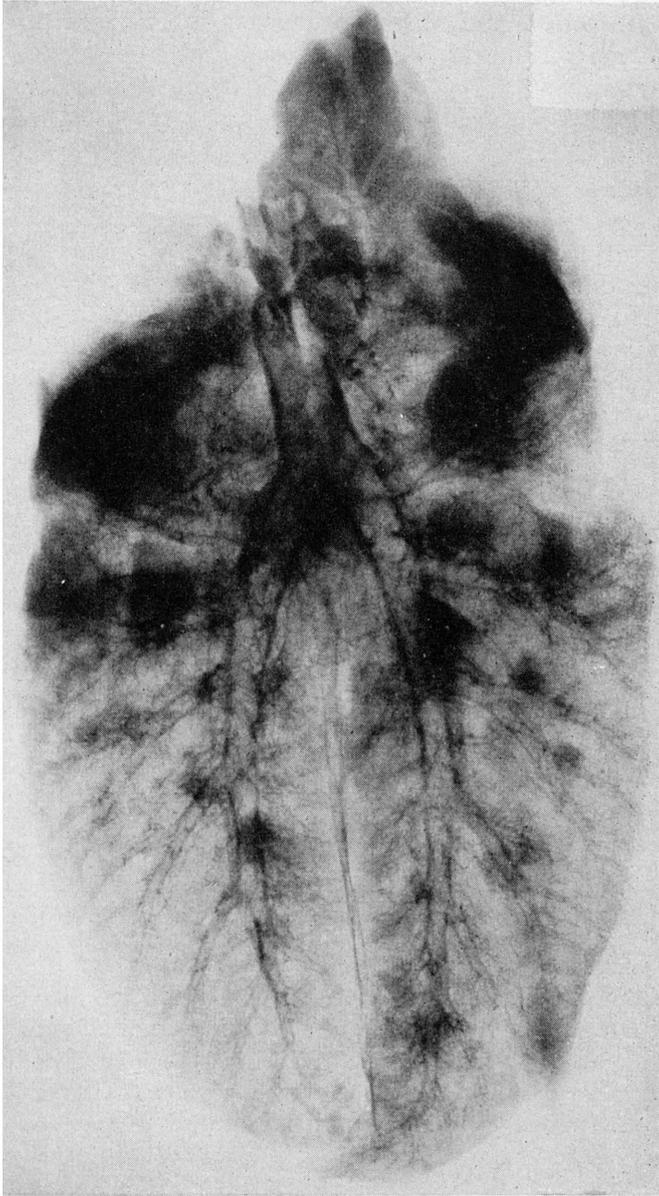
Radiographie d'un poumon insufflé de porcelet atteint de P. A. V.
